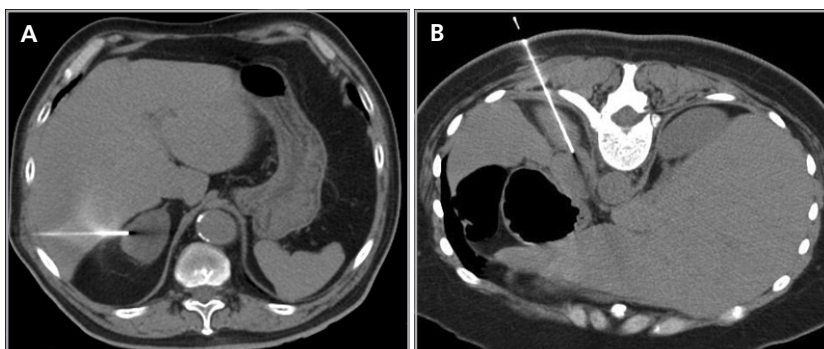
Biopsia percutánea guiada bajo tomografía computada, en (a) se ilustra el abordaje transhepático, utilizado de preferencia en caso de lesiones derechas, y en (b) el abordaje dorsal posterior, en caso de lesiones ubicadas en la glándula izquierda.
